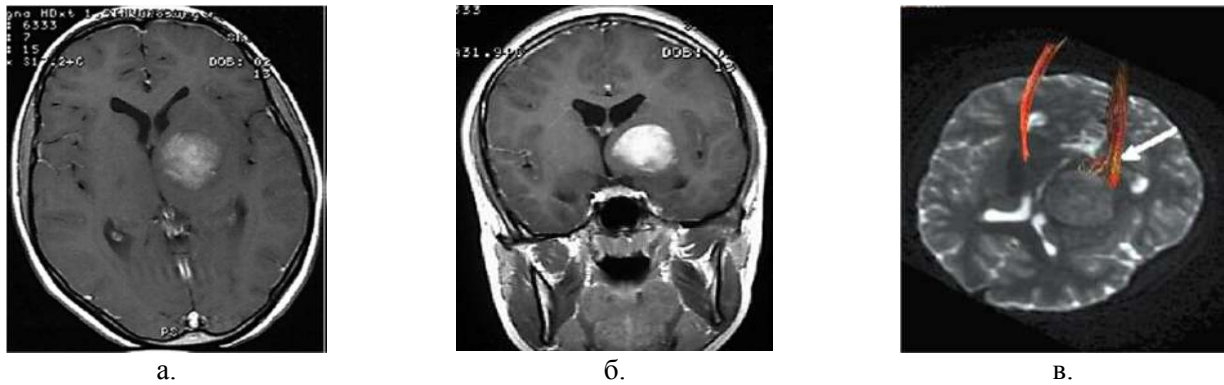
МРТ в режиме Т1 с контрастным усилением в аксиальной (а) и фронтальной (б) проекциях, ДТ-трактография (в) – стрелкой указано смещение волокон кортикоспинального пути кзади и латерально
